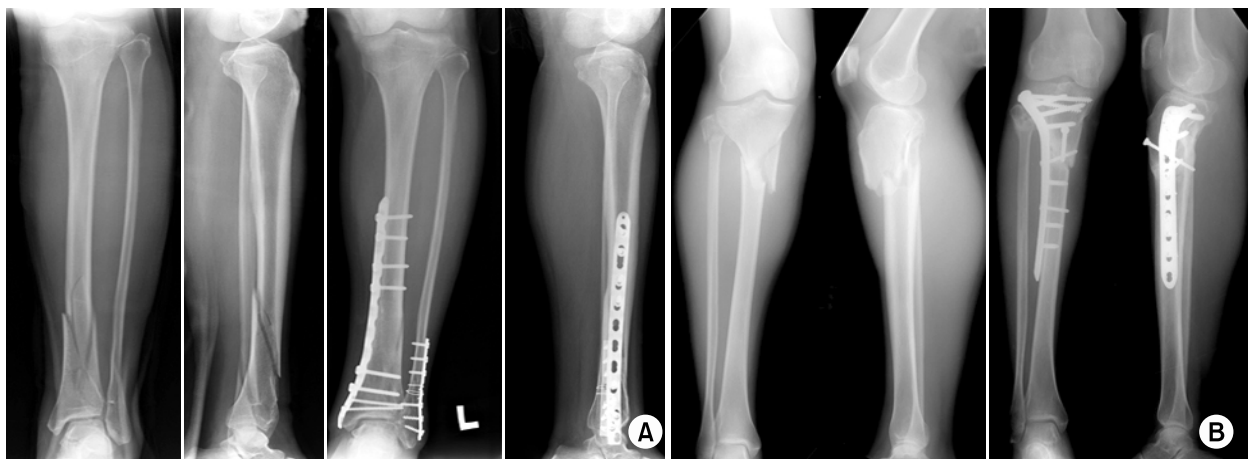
(A) Preoperative AP and lateral radiographs of the left ankle of a 50 year-old woman showed a distal tibial fracture (AO type 42, B2.2) with an associated fibular fracture. Postoperative AP and lateral radiographs at 22 weeks showed evidence of healing. The fibula was plated using traditional plating techniques in advance of an indirect reduction of the distal tibial fracture. The distal tibia was plated using minimally invasive technique.
